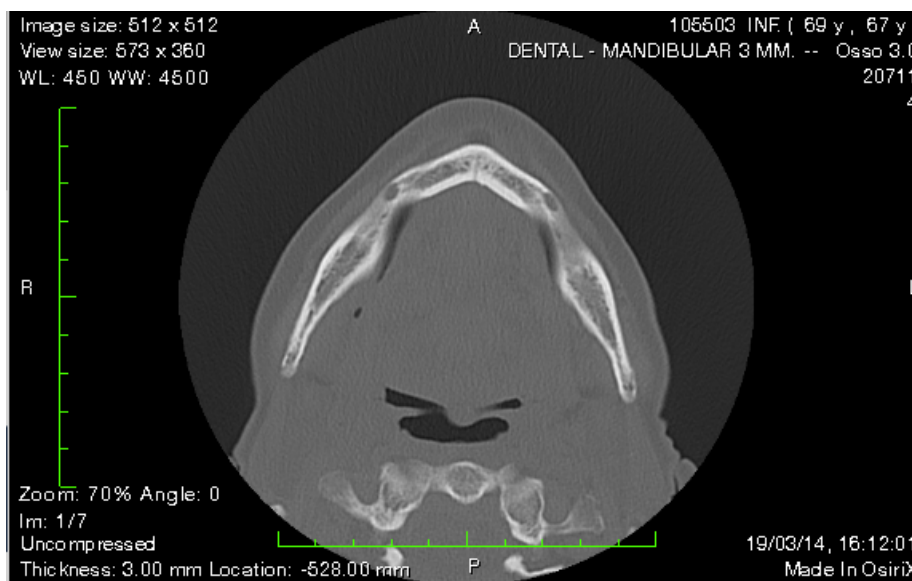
TAC mandibular em corte transversal. Visualização dos forâmens mentonianos.
